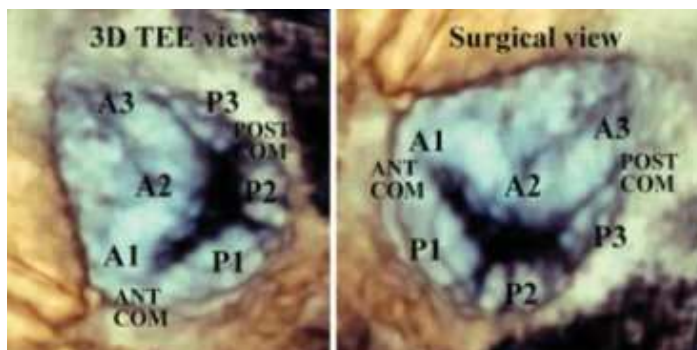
Valvola mitrale visualizzata mediante immagini real-time 3D di ecocardiografia transesofagea (ETE). L'immagine a sinistra mostra la visualizzazione classica della valvola in ETE, l'immagine a destra mostra la visualizzazione dal punto di vista chirurgico. A1, A2, A3: scallops del lembo anteriore; P1, P2, P3: scallops del lembo posteriore; ANT COMM: commissura anterolaterale; POST COMM: commissura posteromediale. (4)
